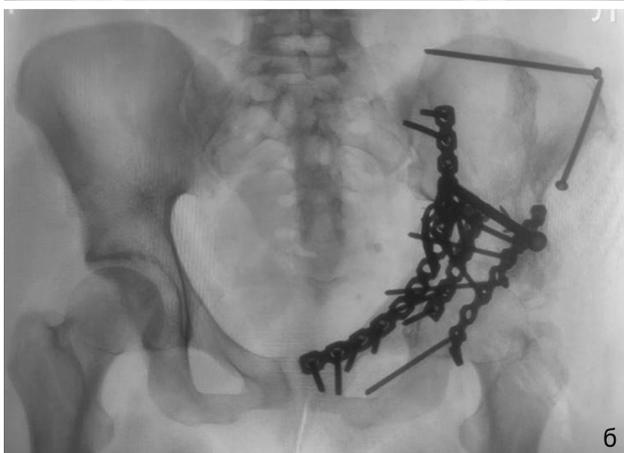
Рентгенография таза в прямой проекции: а – до операции, где 1 – винт избыточной длины, требующий удаления; б – после операции
